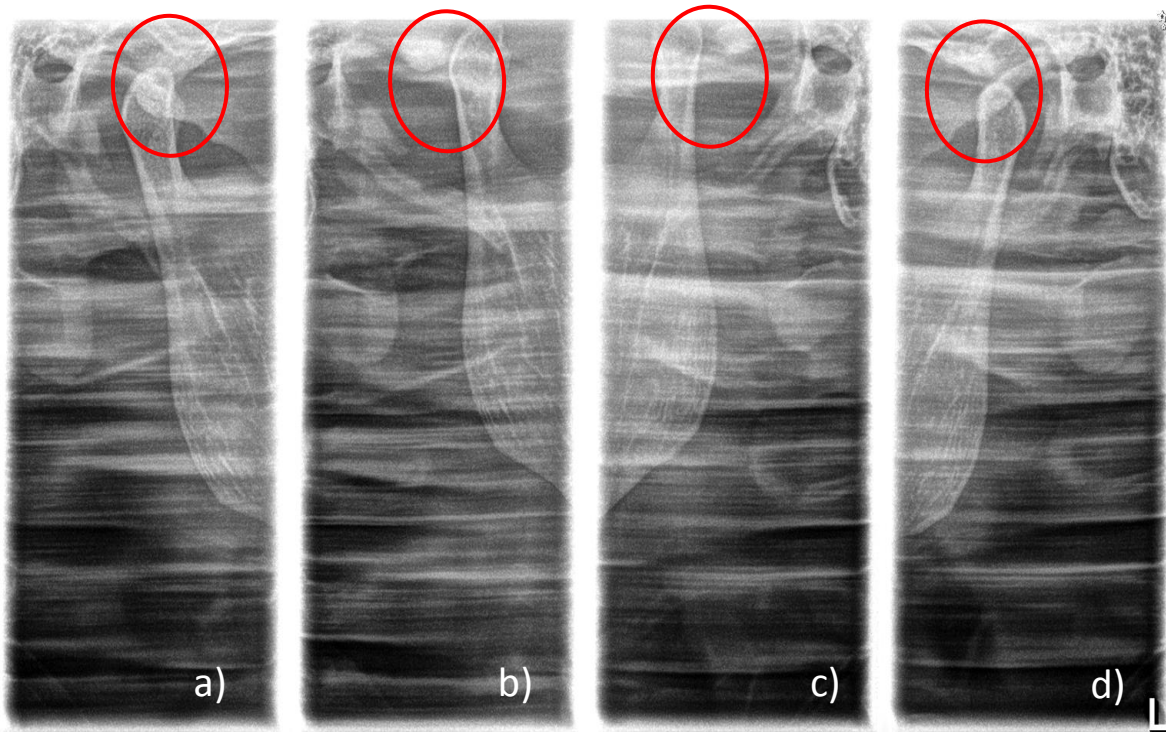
Interpretación de radiografía de ATM en plano sagital con boca cerrada y abierta. ATM derecha: a) espacio de 3.5 mm en boca cerrada y b) de 3 mm en boca abierta entre la eminencia articular y el cóndilo mandibular. ATM izquierda: c) espacio de 3.5 mm en boca abierta y d) de 4.5 mm en boca cerrada entre la eminencia articular y el cóndilo mandibular.
